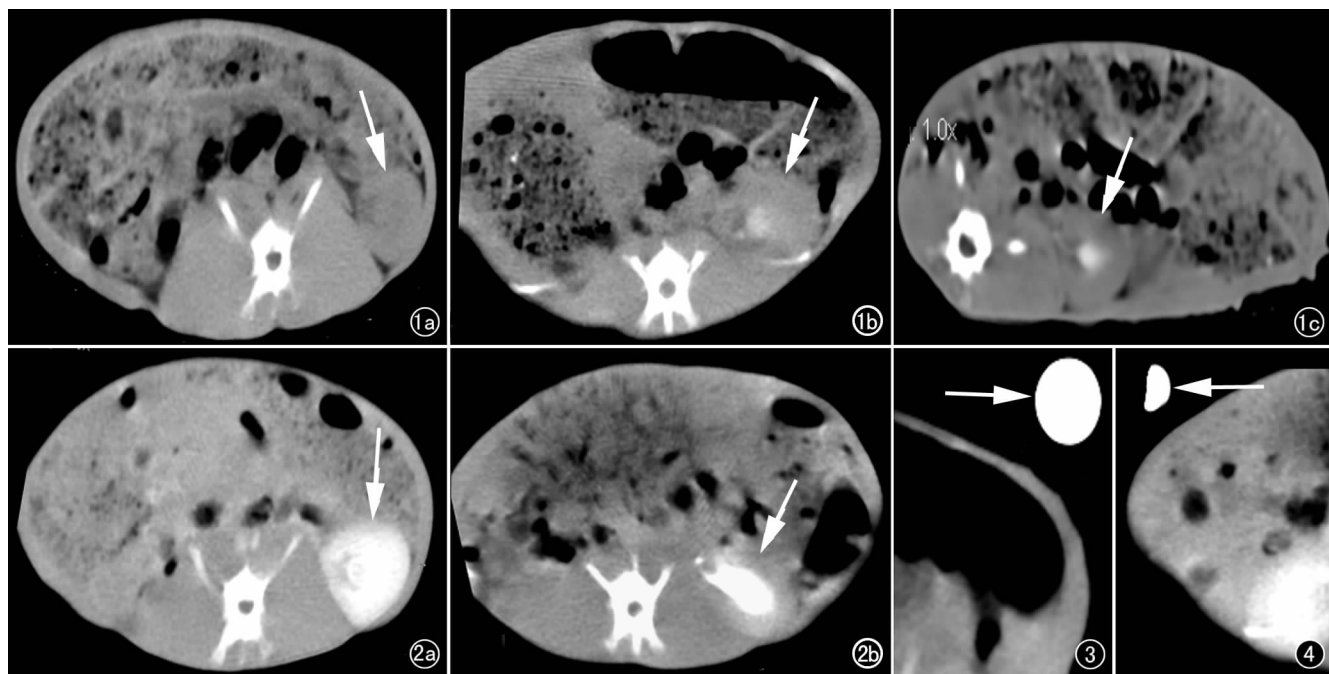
实验组兔。a) CT 平扫示肾脏轮廓尚清晰(箭); b) 静脉注入 Gd-DTPA 延迟扫描示肾盂形态显示清晰,肾皮质轻度强化(箭); c) 延时 CT 扫描示肾盂形态显示更清晰,肾实质强化不明显(箭)。图 2 对照组兔。a) CT 增强扫描示肾皮质明显强化; b) 延时 CT 增强扫描示肾盂明显强化,形态显示清晰。图 3 装有 Gd-DTPA 的针筒。图 4 装有碘剂的针筒。
